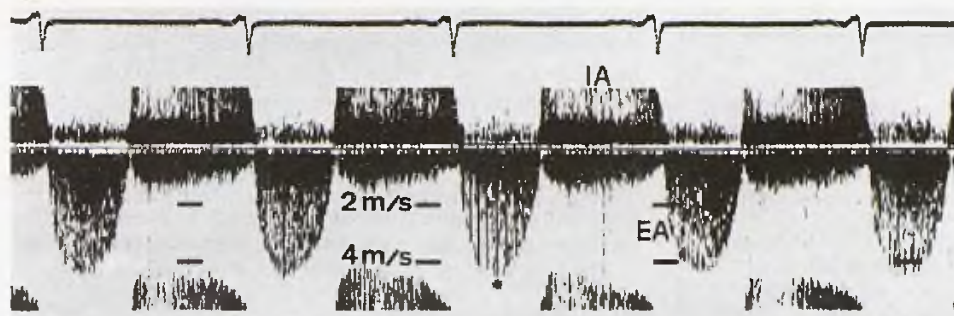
Estudi Doppler continu per via apical en un cas de doble lesió aòrtica. Determinació dels gradients màxim (*) i mitjà a partir de la corba de velocitats. EA: senyal d'estenosi aòrtica; IA: senyal d'insuficiència aòrtica.
